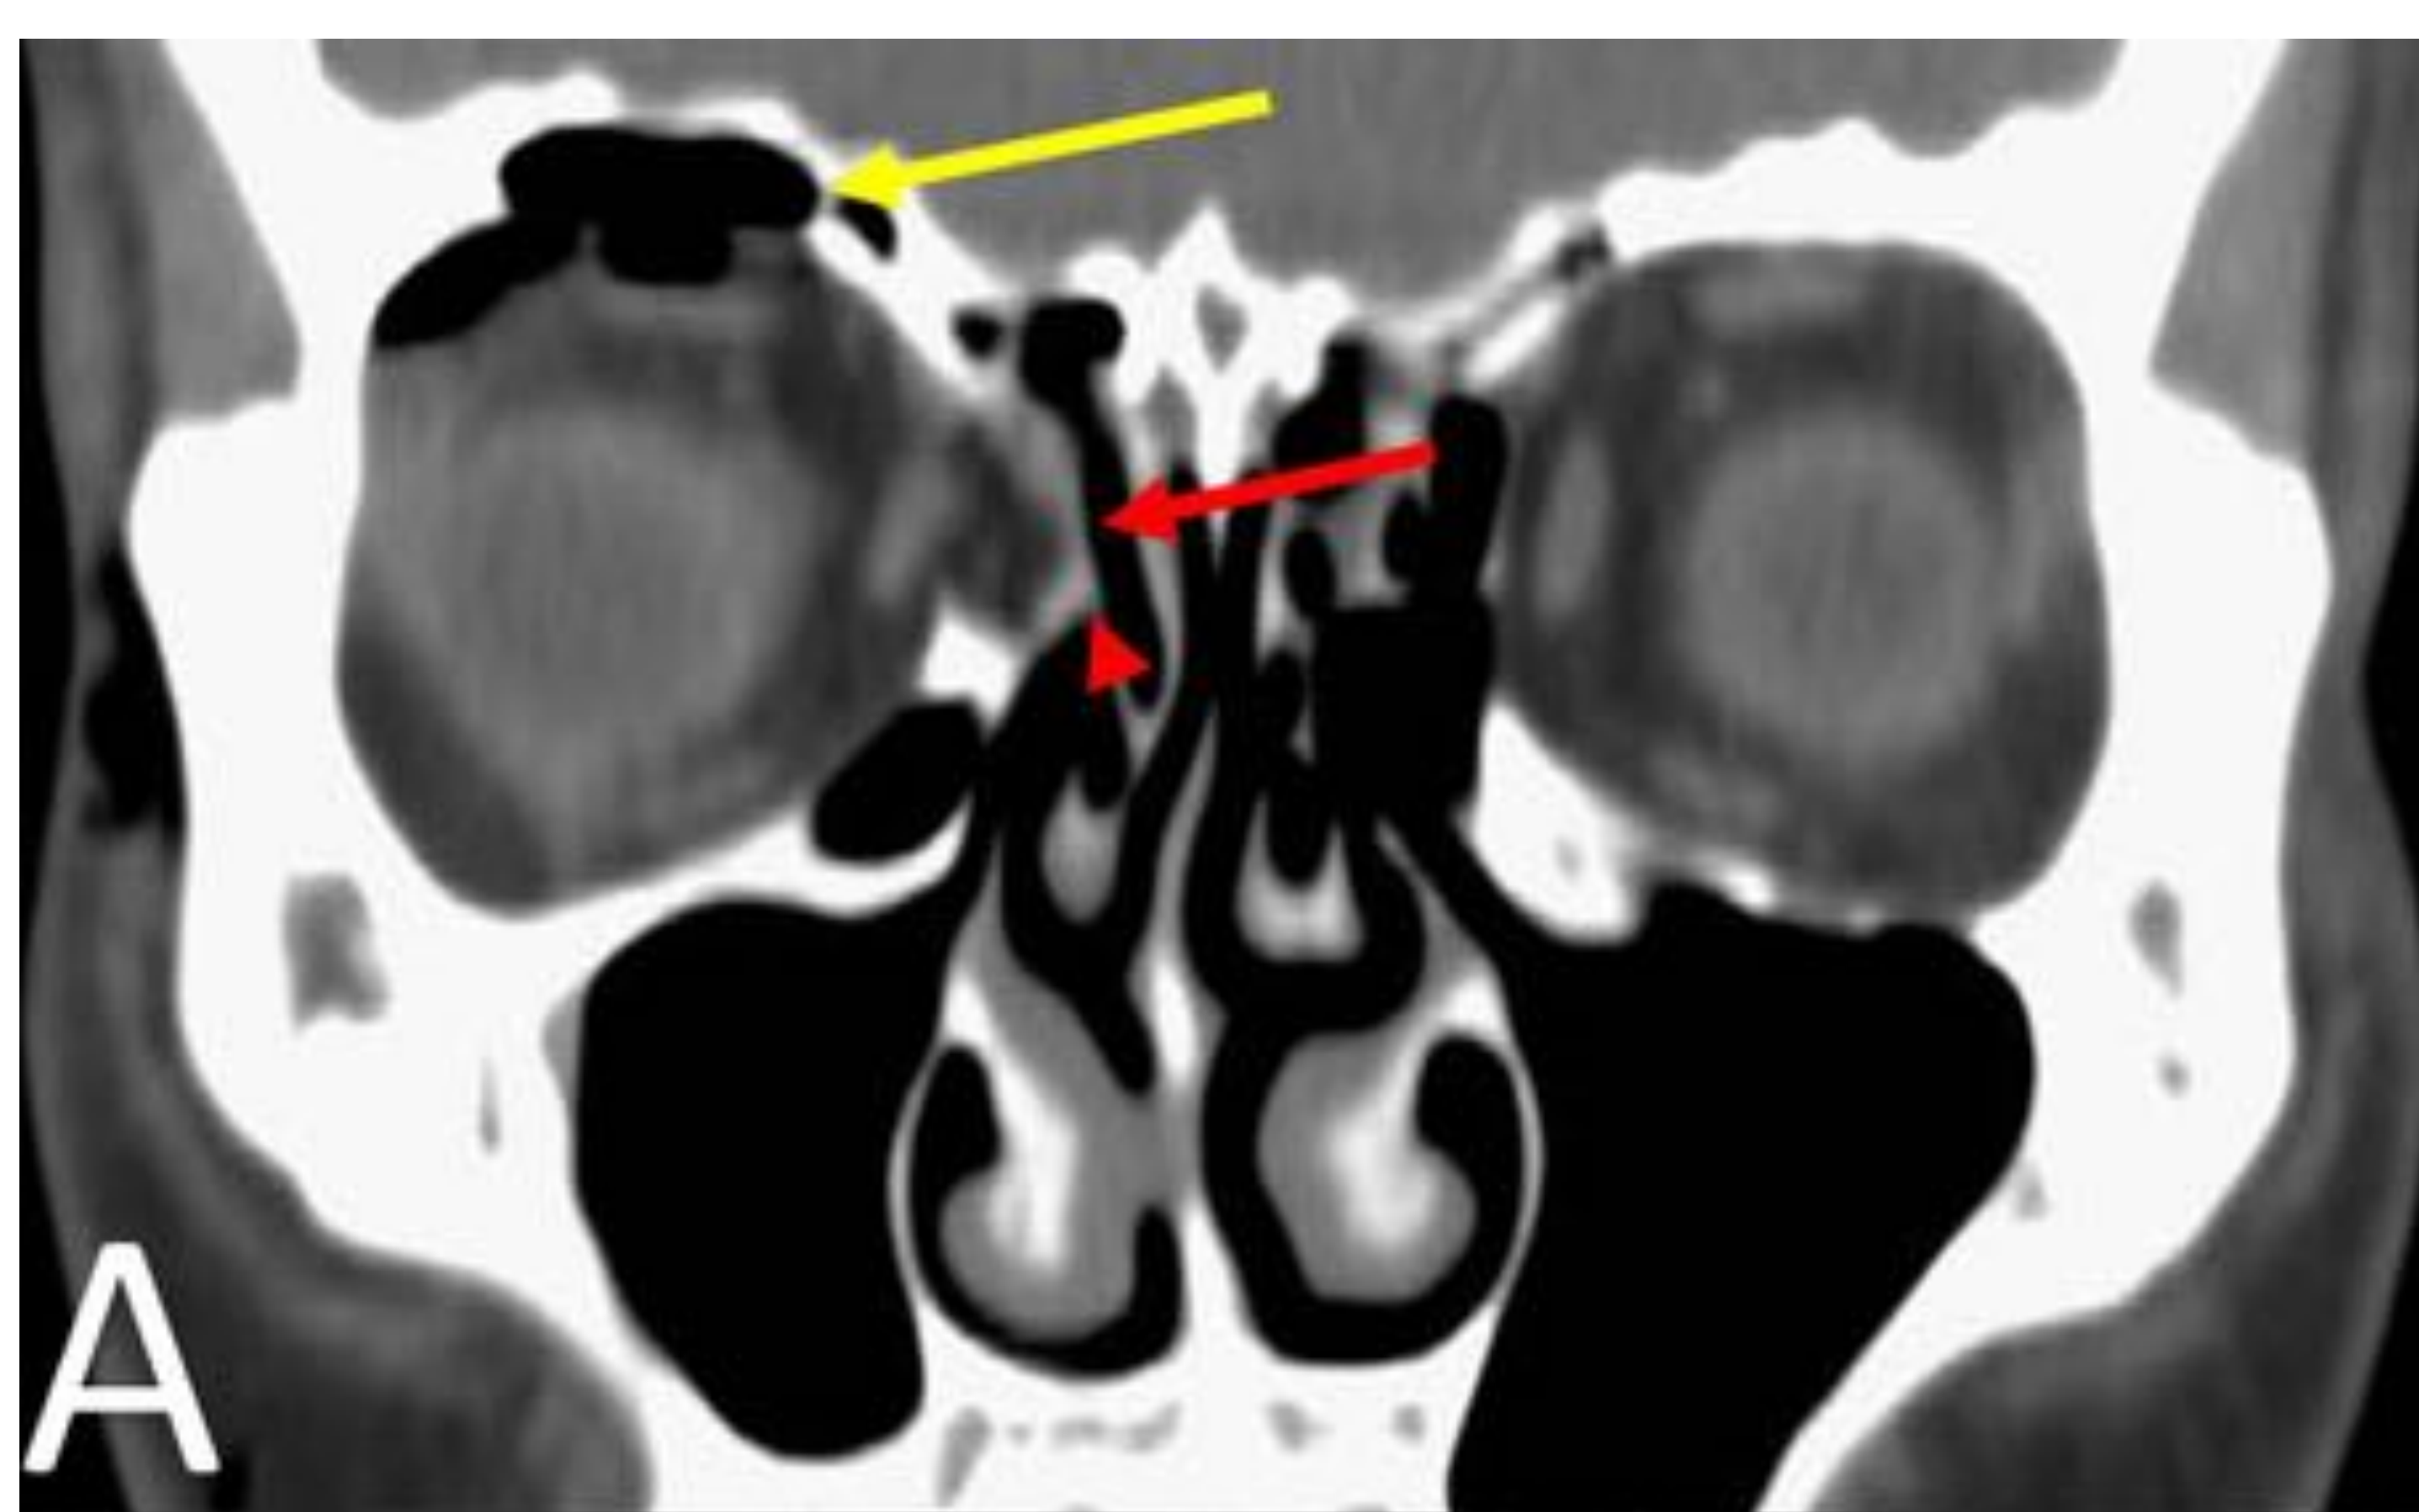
fracturas “blow-out” de la órbita derecha. A): la TC coronal muestra fractura de la pared medial (flecha roja), con herniación de la grasa extraconal y del músculo recto medial que, además, está deformado. Nótese una moderada cuantía de enfisema orbitario (flecha amarilla), probablemente proveniente de las celdillas etmoidales, aunque se debe descartar una fractura del seno frontal que no tenía.
